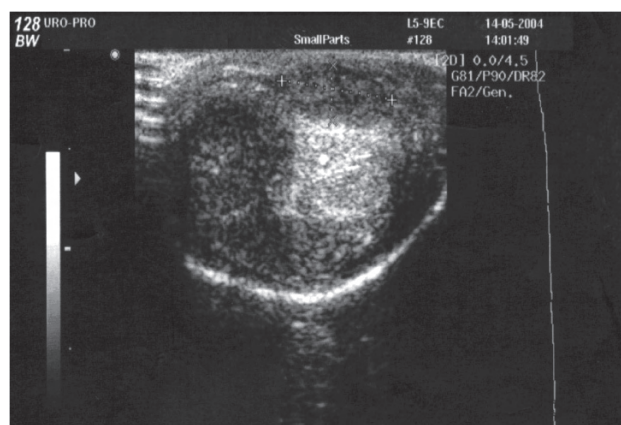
Серошальная эхография ПЧ. Поперечный срез КТ пациента с БП
